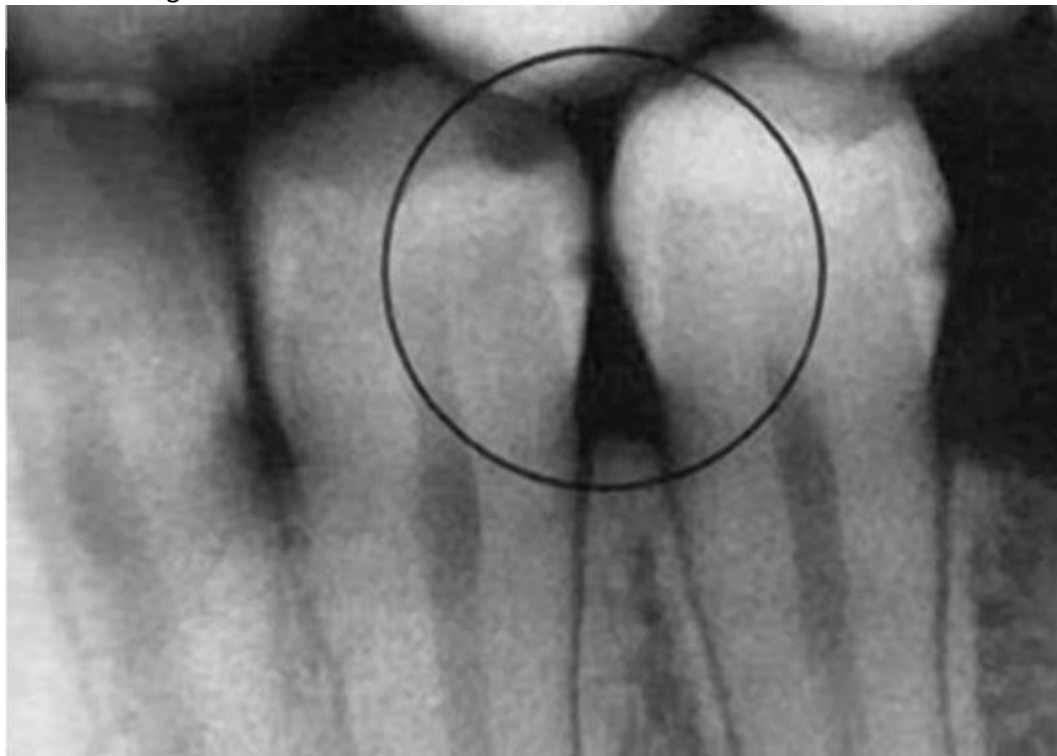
Рентгенограмма зубов 2.4, 2.5 с кариозным процессом на контактных поверхностях
